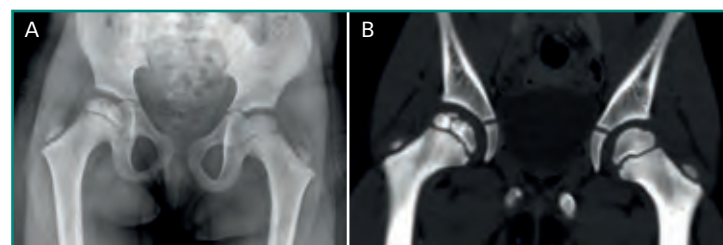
Legg-Calvé-Perthes. Niño de 5 años de edad con cojera de varios meses de evolución. A: radiografía AP de pelvis; B: TC de pelvis, corte coronal a la altura de las articulaciones coxofemorales. Ambos estudios muestran una combinación de heterogeneidad, esclerosis y aplanamiento de la cabeza femoral afectada, compatible con necrosis avascular subaguda. No hay estrechamiento del espacio articular.
